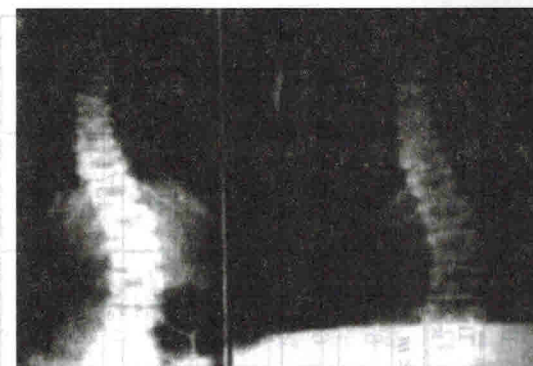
Рентгенограммы позвоночника больных до курса ИКД (слева) и после (справа): *а* — при С-образном (вверху) и S-образном (внизу) сколиозе; *б, в, г* — при С-образном сколиозе
